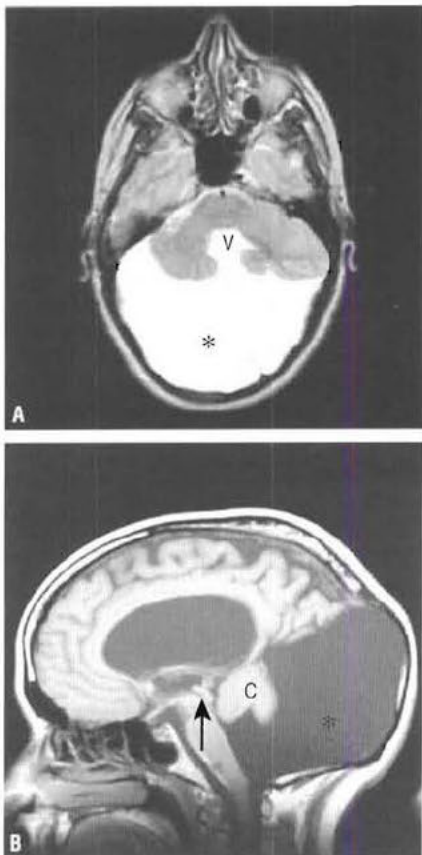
Kyste de Dandy-Walker (astérisques) – IRM en coupe axiale T2 (A) et sagittale T1 (B). Présence d'un volumineux kyste situé dans la fosse postérieure, qui est hypertrophiée, avec une anomalie du développement du cervelet (C) et une absence de vermis. Le quatrième ventricule (V) s'ouvre dans le kyste. La flèche montre l'aqueduc mésoencéphalique.
